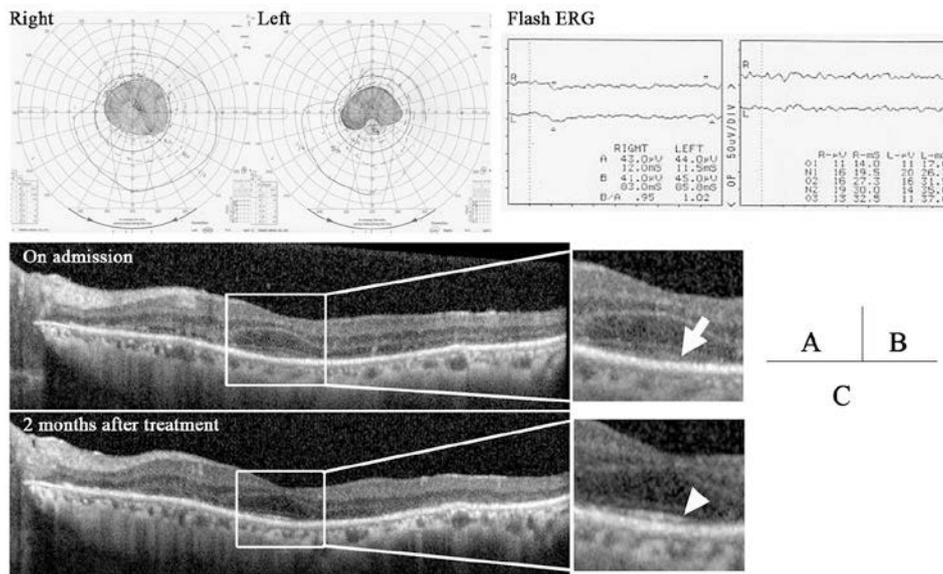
Ophthalmological findings. (A) Goldmann perimeter showed a central scotoma in the right eye and a paracentral scotoma in the left eye, in addition to the constriction of the visual fields. (B) Electroretinogram (ERG) demonstrated decreased a- and b-wave amplitudes. (C) Optical coherence tomography (OCT) revealed that the ellipsoid zone (arrow) in the left eye, which had disappeared on admission, could be confirmed after treatment (arrowhead).
